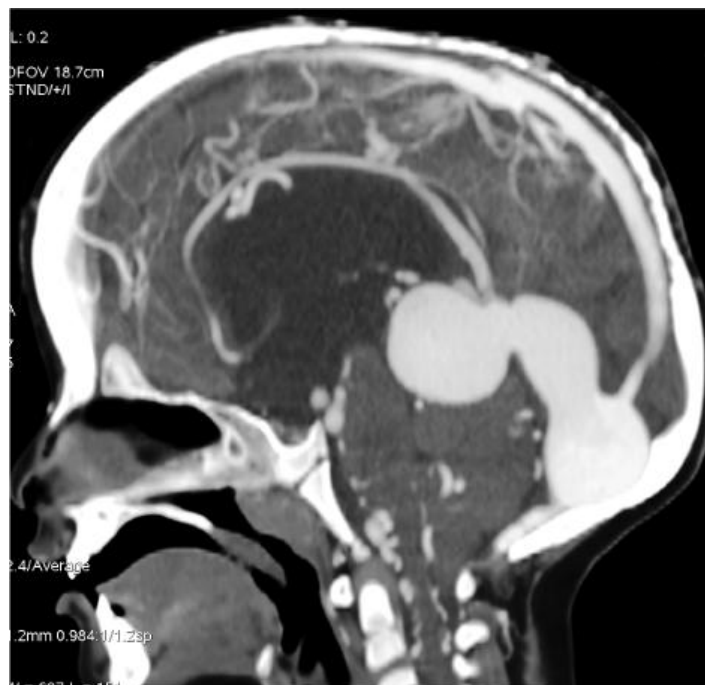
Angio-TC com reconstrução sagital de um caso de malformação da veia de Galeno. O exame contrastado no plano sagital mostra realce intenso e a natureza vascular da lesão. Disponível em: <https://austinpublishinggroup.com/clinical-case-reports/fulltext/ajccr-v1-id1022.php?>
